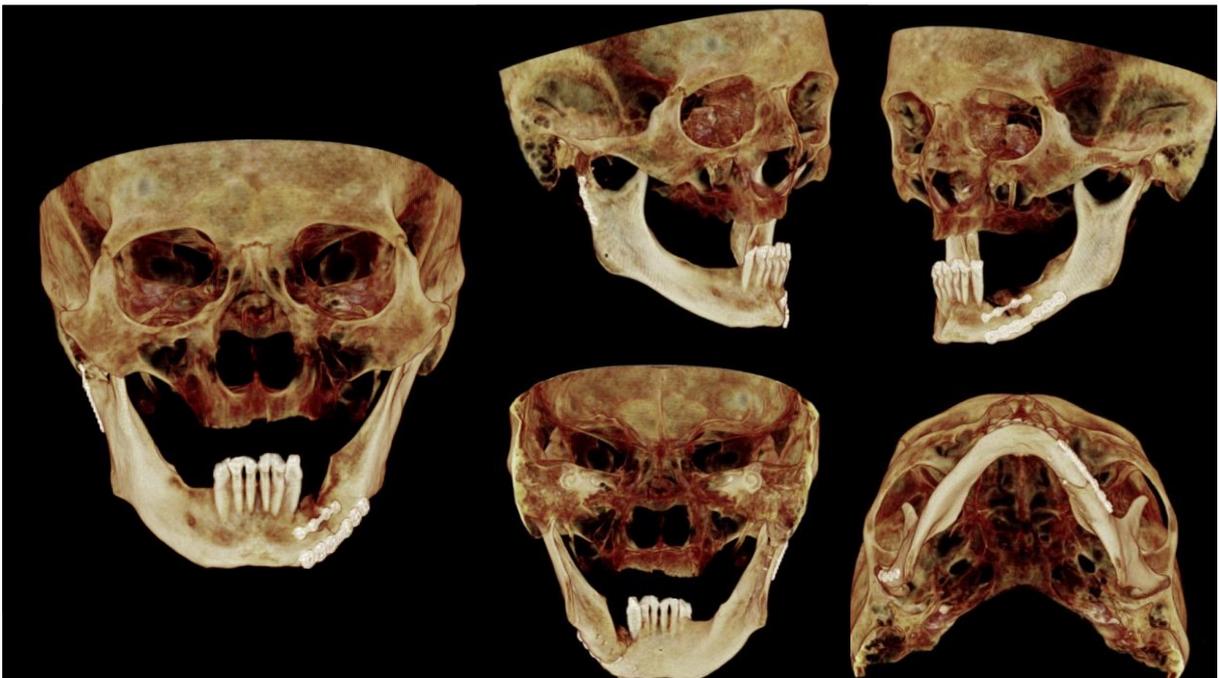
Radiografias pós-operatória.
